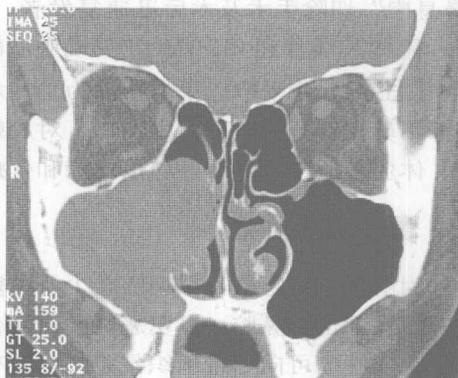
鼻窦 CT 冠状位为内翻性乳头状瘤
